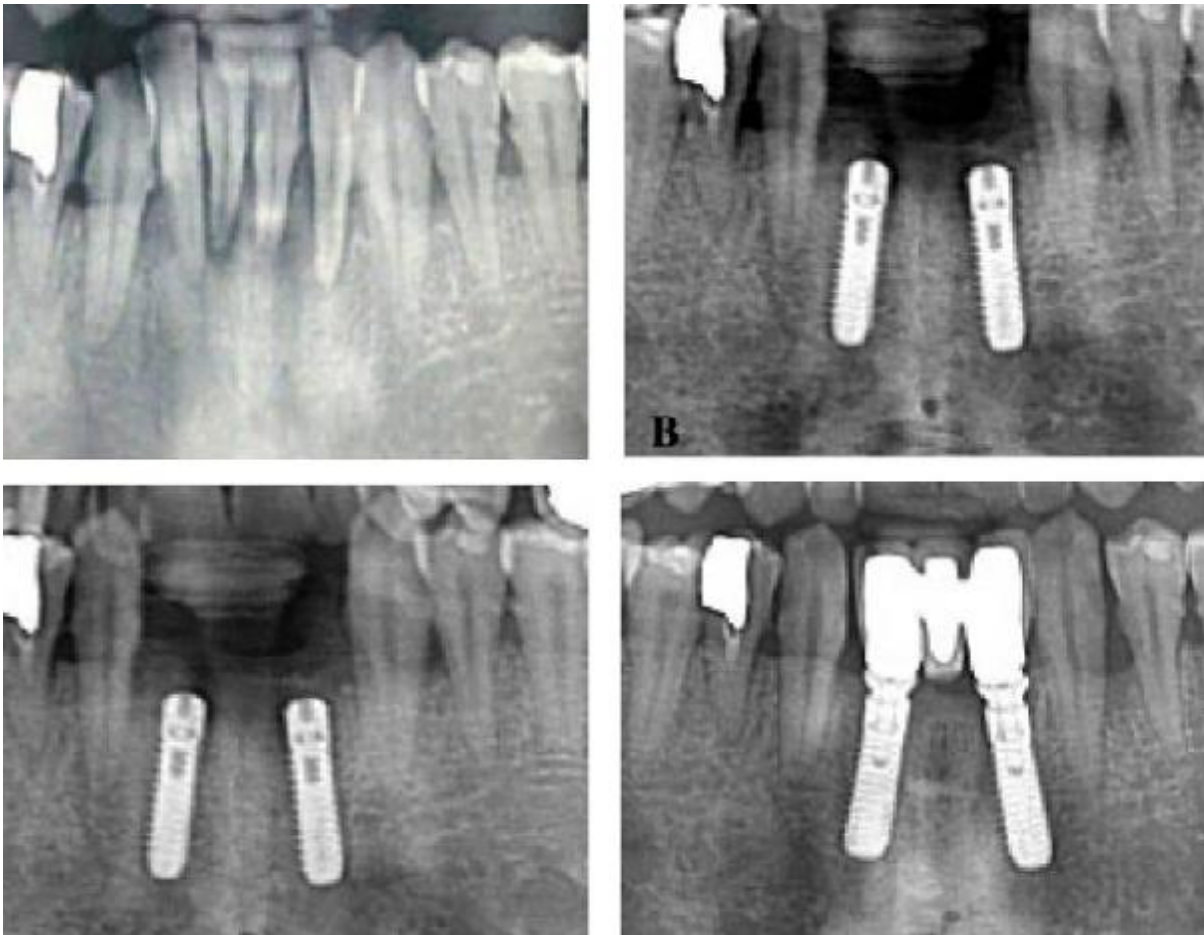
Radiographic evaluation. (A) Before extraction. (B) Immediately after implant placement. (C) After 3 months. (D) After 1 year. (Test: right side; control: left side.)
